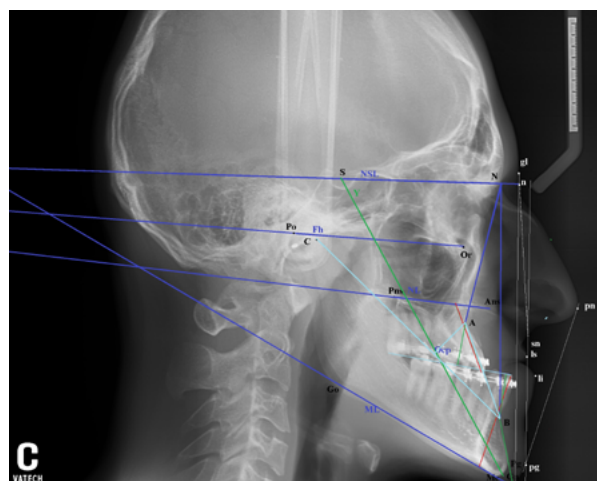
Профильная телерентгенограмма головы пациента К.В. 17 лет в конце дохирургического ортодонтического лечения
